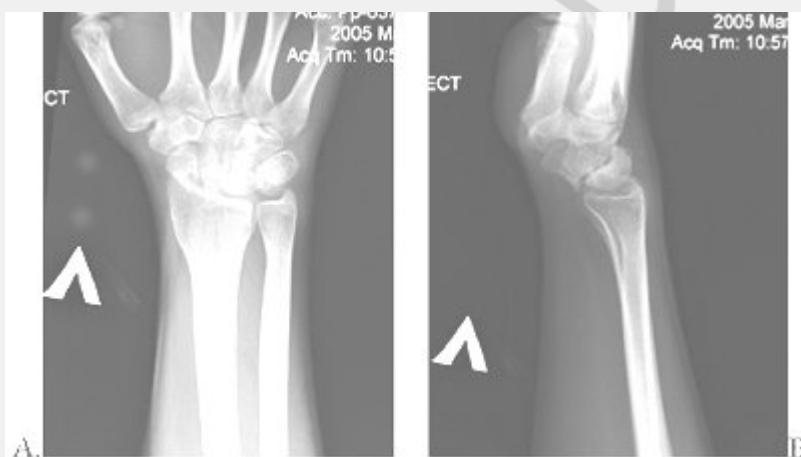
Рентгенограммы больного К. в начале лечения: А-прямая проекция, Б-боковая проекция.
